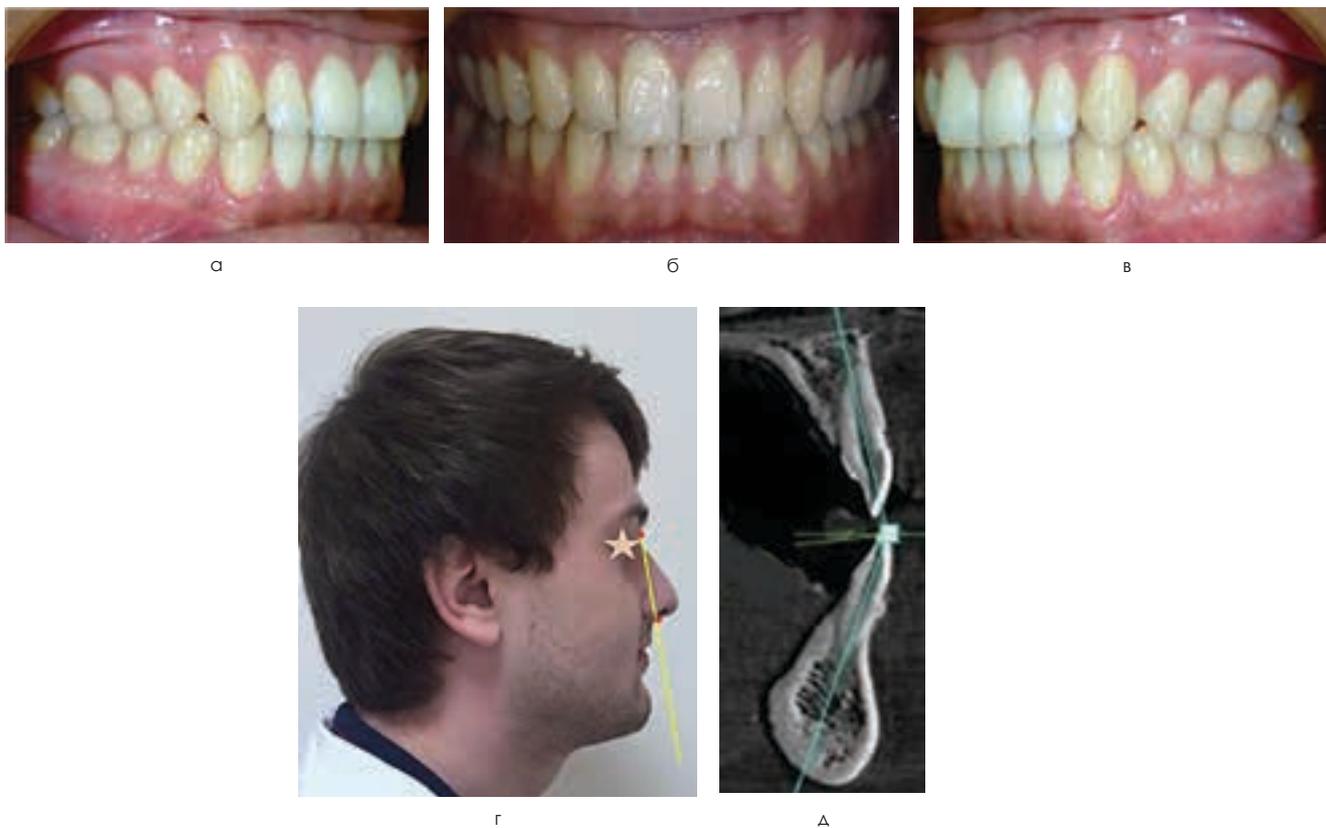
Окклюзионные взаимоотношения (а–в), положение губ (г) и инклинация резцов (Δ) у пациентов с ретрузионным типом зубных дуг
